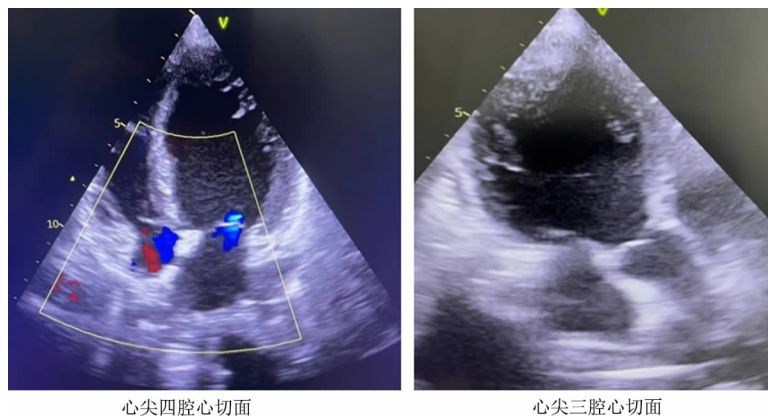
VA ECMO 联合 IABP 支持下的心脏超声(10 月 8 日)
